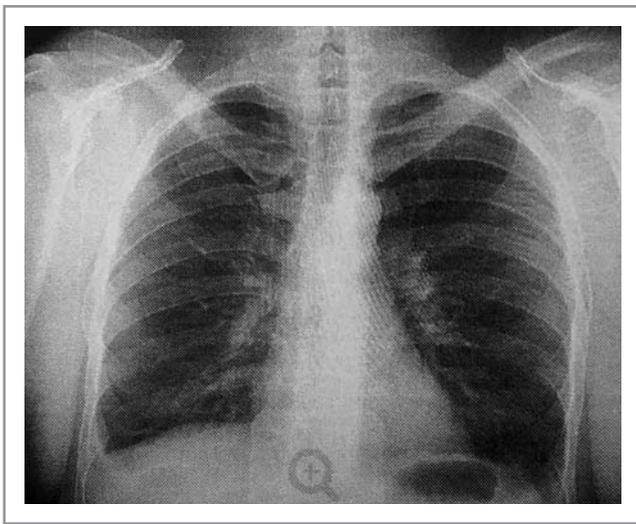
Рентгенография органов грудной клетки от 26.11.2016.
